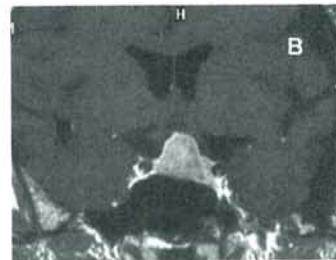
pre-ope MRI C,D : post-ope MRI
